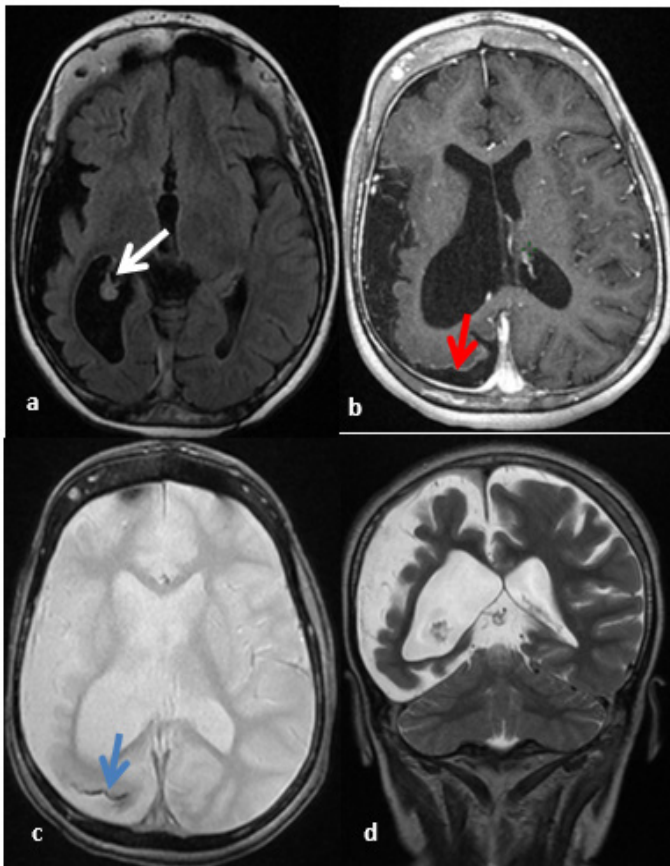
IRM en coupes axiales séquence FLAIR (a), séquence T1 injectée (b) et séquence T2*(c) et en coupe coronale séquence T2 (d) montrant une atrophie de l'hémisphère droit, associée à une dilatation du ventricule latéral homolatéral, un épaississement du plexus choroïde droit (flèche blanche) ainsi qu'une prise de contraste méningo-piale en rapport avec un angiome pial à ce niveau (flèche rouge). Des dépôts calciques ont été détectés sur la séquence T2*(flèche bleue)
